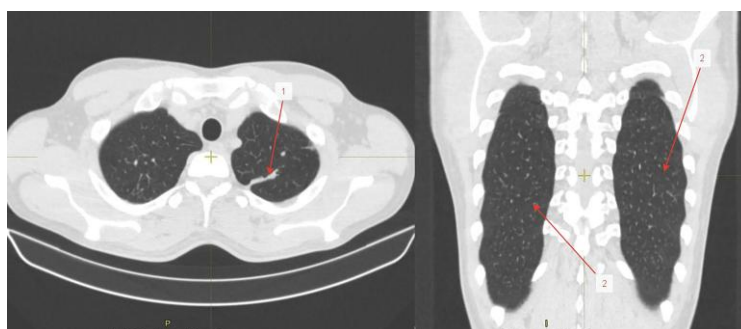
МСКТ ОГК от 22.04.2021г.: резорбция участка «матового стекла» в 6 сегменте слева, в остальном – без динамики. Стрелками указано: 1 – инфильтрат в верхней доле слева; 2 – резорбция участков «матового стекла»
